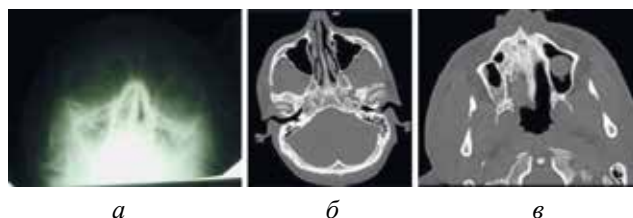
Рентгенограмма в полуаксиальной проекции больного Б., 20 лет. Субтотальное снижение пневматизации гайморовых пазух как косвенный признак травматических изменений стенок гайморовых пазух (а). МСКТ-исследование того же пациента, аксиальные проекции. Травматических изменений стенок гайморовых пазух не выявлено (б, в).
